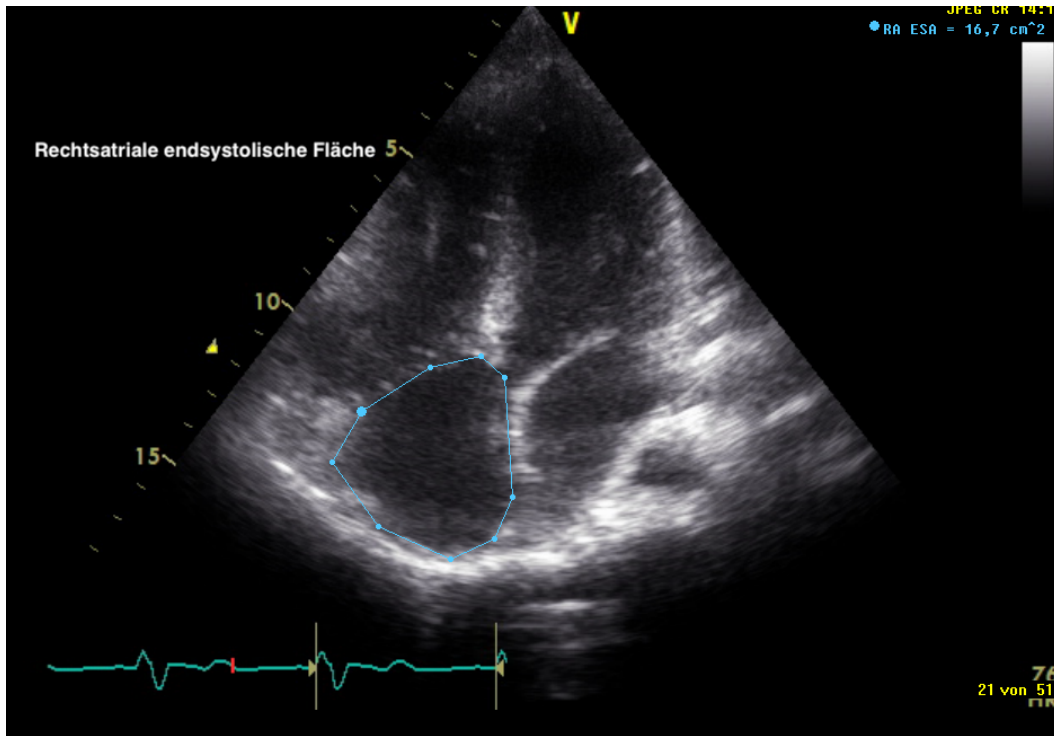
Echokardiographische Darstellung der rechtsatrialen endsystolischen Fläche
